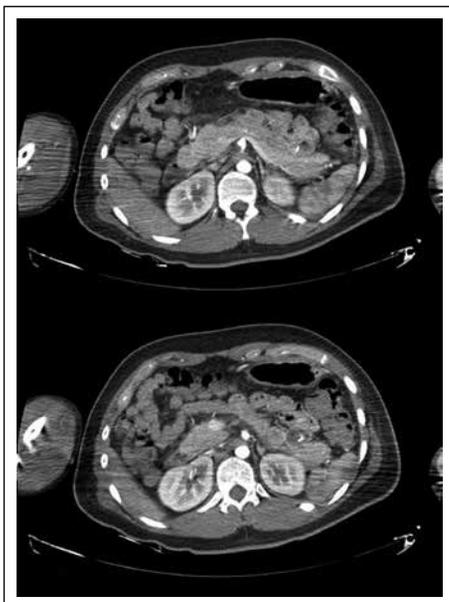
Lesión captadora de contraste a nivel yeyunal en angiotomografía.
